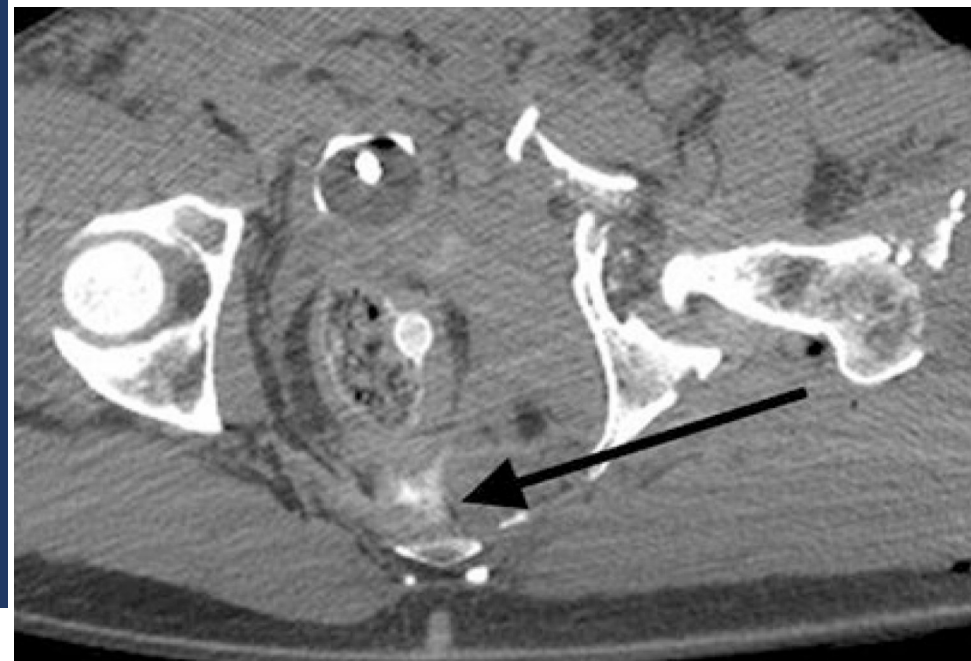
КТ-картина повреждения прямой кишки с выходом контраста в результате тяжелой травмы таза.
